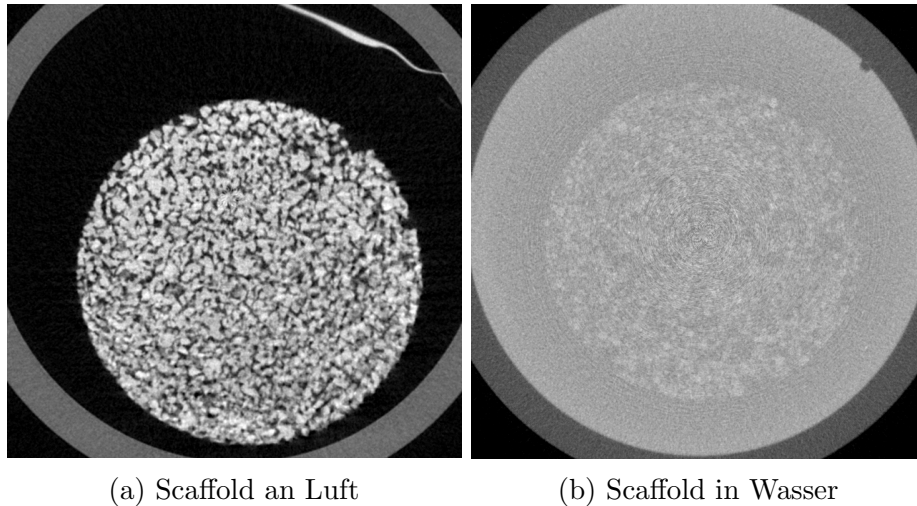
Vergleich von  $\mu$ CT-Aufnahmen eines Scaffolds an Luft (a), wie es für die Auswertung verwendet wurde, und in Wasser (b). In letzterem Fall ist der Kontrast zwischen Material und Poren des Scaffolds deutlich verringert und eine Unterscheidung der beiden Komponenten wird erschwert.
